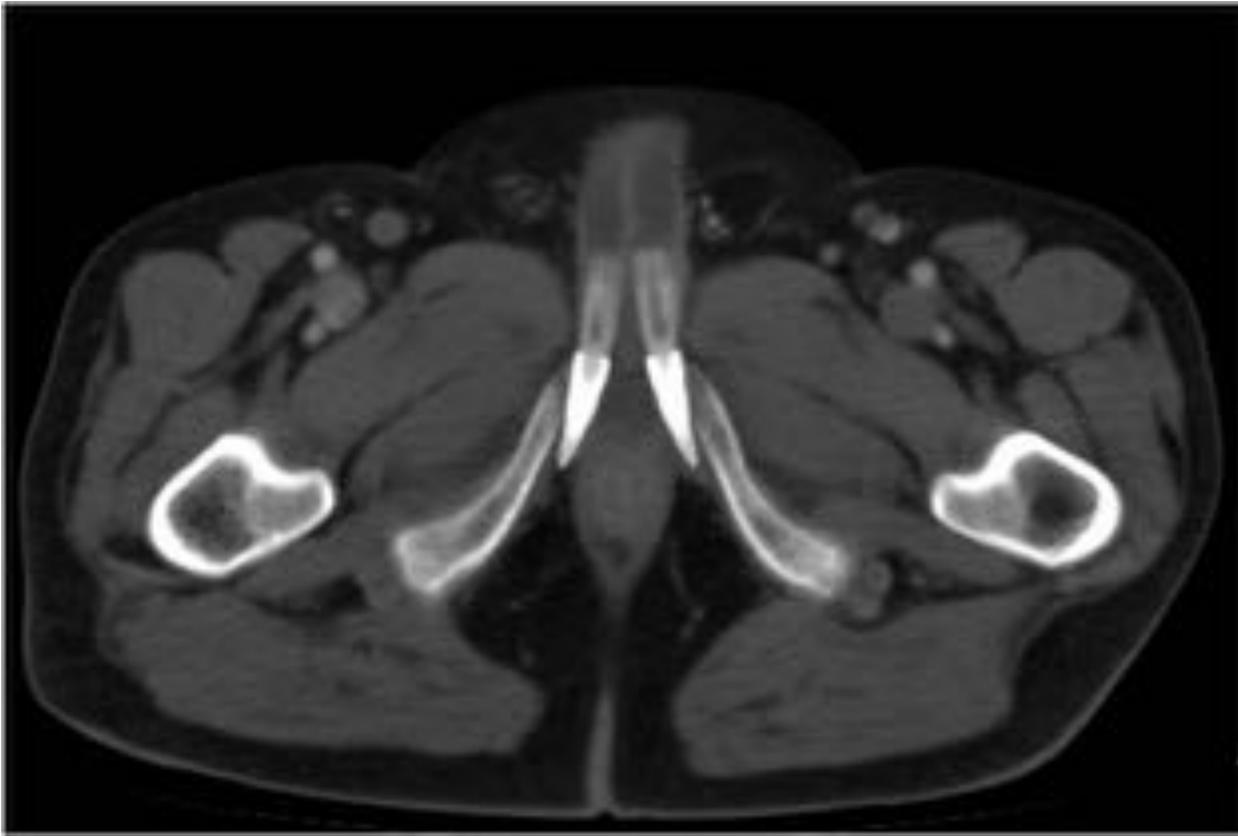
TC de pelvis. Prótesis de pene. Cilindros en los cuerpos cavernosos.
